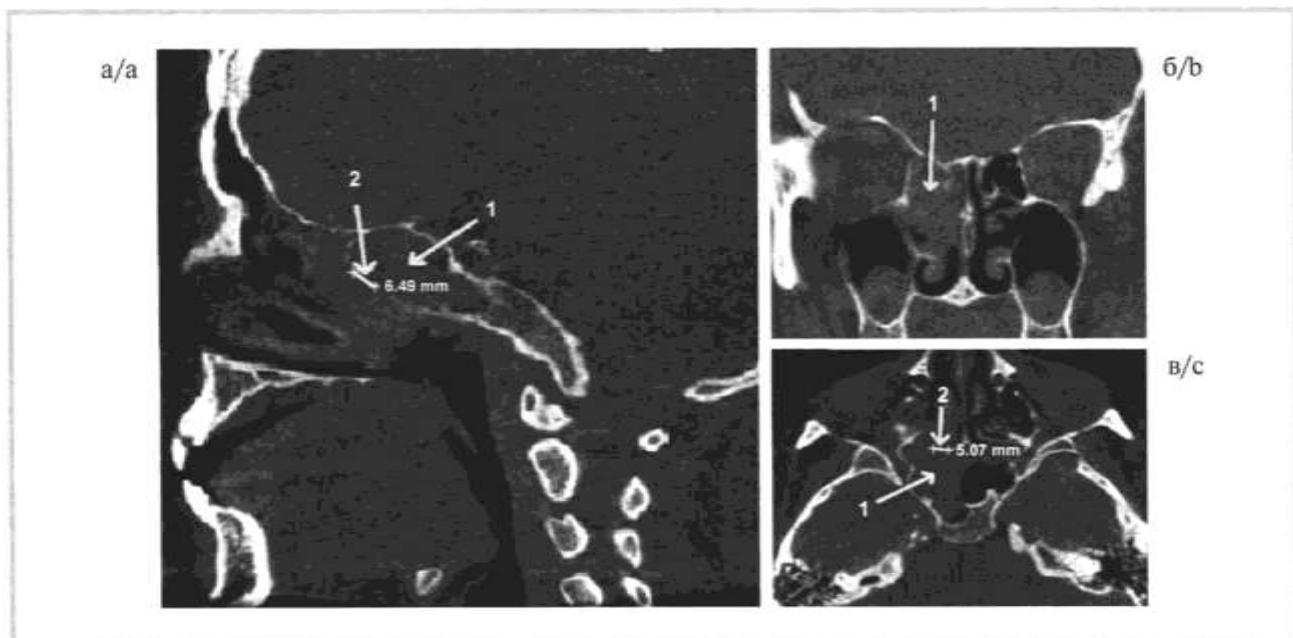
Компьютерная томография околоносовых пазух до хирургического лечения.
